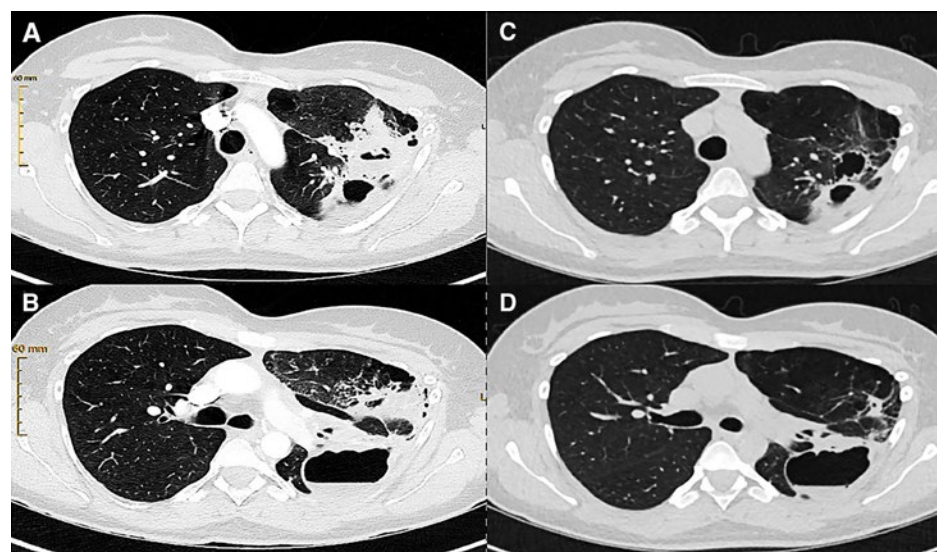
Computertomogramm des Thorax, Axialschnitte. Bei Eintritt, vor Therapie: Vorbestehende Bulla im apikalen Unterlappen links sowie zystobullöse Läsionen übergreifend in den Oberlappen (A); neu mediastinale Lymphadenopathie, Flüssigkeitsspiegel in der Bulla sowie zunehmende Konsolidationen und Volumenminderung des Oberlappens (B). Nach 14 Tagen Therapie mit Doxycyclin: Befundbesserung mit Restbefunden (C, D), die sich im Vergleich zu den computertomographischen Voruntersuchungen vor 16 respektive 6 Jahren leicht progredient zeigen.
